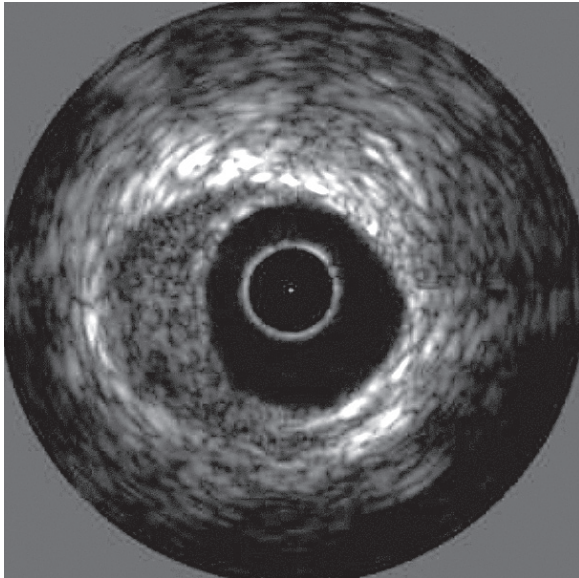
Obrazy ultrasonograficzne uzyskiwano przy użyciu systemu do IVUS — Oracle In-Vision firmy Endosonics (Stany Zjednoczone). Zastosowano cewniki Visions Five-64 F/X™ firmy Endosonics (Stany Zjednoczone).
